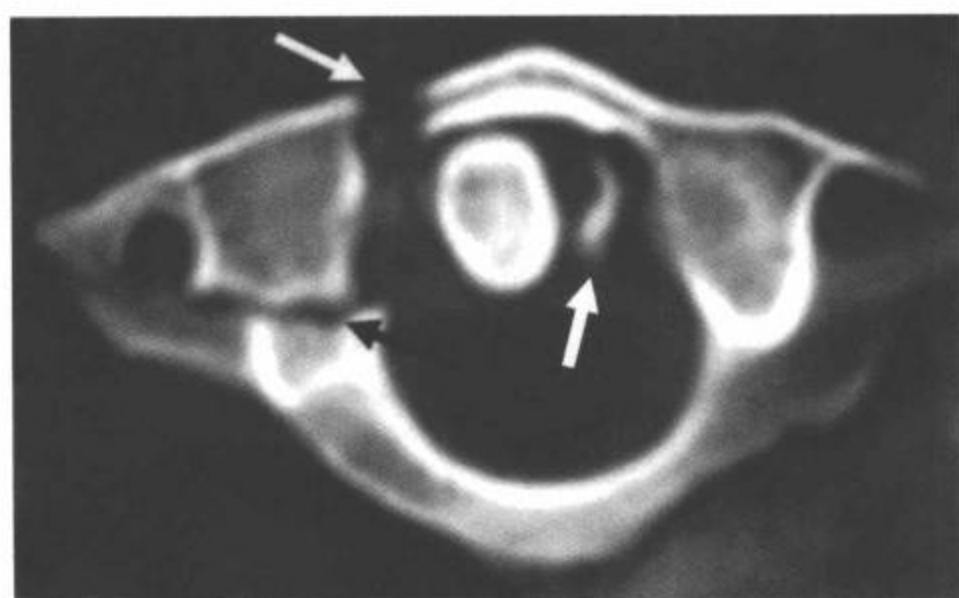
不典型 Jefferson 骨折伴左侧寰椎横韧带(TAL)附着处撕脱性骨折。CT横断面图像显示C1前弓右侧一处移位的单纯骨折(白箭)和寰椎后环右侧骨折(黑箭)。显示从C1左侧侧块内侧面被寰椎横韧带撕脱的碎片(空心箭)。这种不典型的Jefferson骨折的两部分形式常伴寰椎横韧带撕脱和不稳定。
